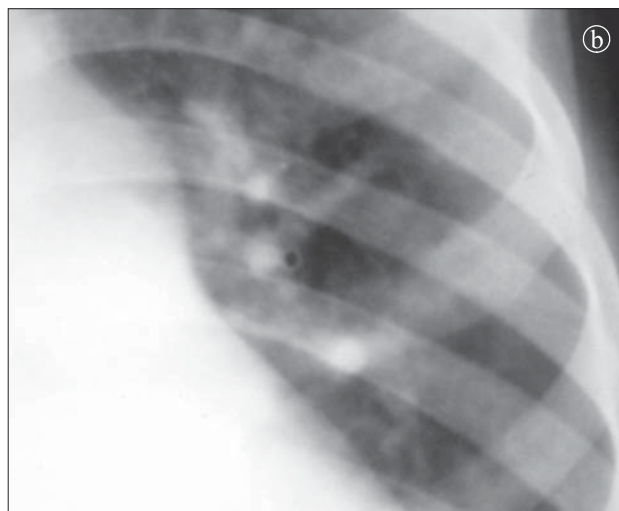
Hipertensiune pulmonară arterială 8 ani. a) Radiografie toracică PA. Raport arteră bronșie supraunitar. Diametrul arterei pulmonare drepte mărit. Hili cu dimensiuni crescute prin care se disting vasele. Pastile vasculare. Trunchiul arterei pulmonare bombat. Hipertrofie biventriculară. b) Radiografie toracică PA, detaliu.
